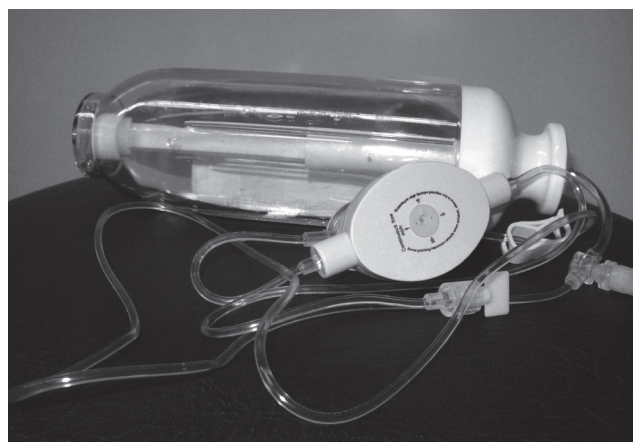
Одноразовая эластомерная микроинфузионная помпа с регулятором скорости
